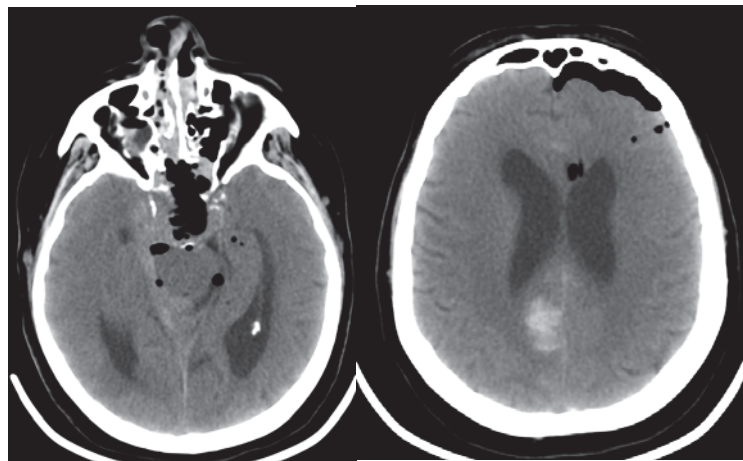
Послеоперационная КТ головного мозга. Осложнений в зоне операции нет. Геморрагический очаг в правой затылочной доле.
